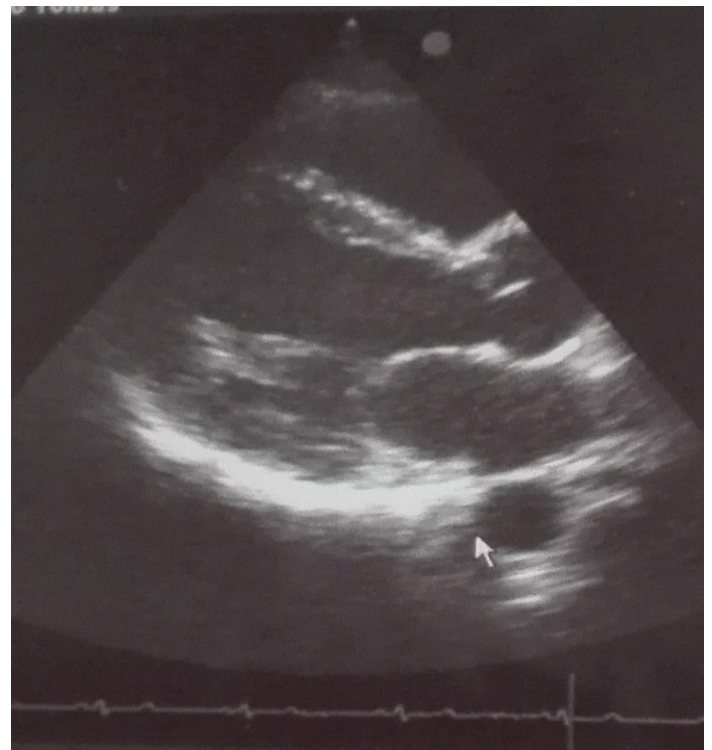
Ecocardiograma doppler transtorácico muestra pericarditis inflamatoria y pequeño derrame pericárdico.
